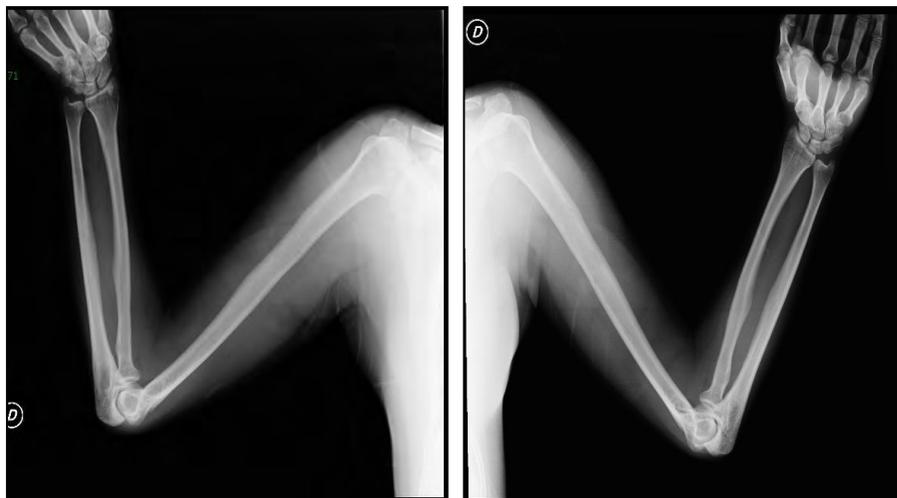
Radiografía de extremidades superiores. *Cortesía Centro Oncológico.
